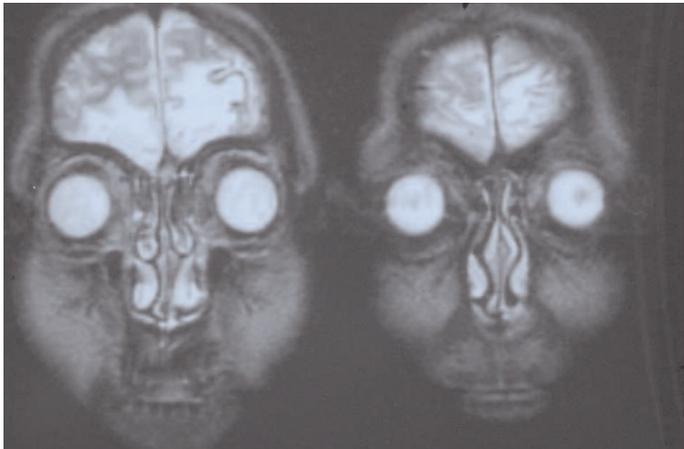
Imagen de resonancia magnética potenciada en T2 que ilustra la lesión bifrontal orbital de tipo traumático que se acompaña de marcados trastornos de comportamiento denominados psicopatía o sociopatía adquirida.
